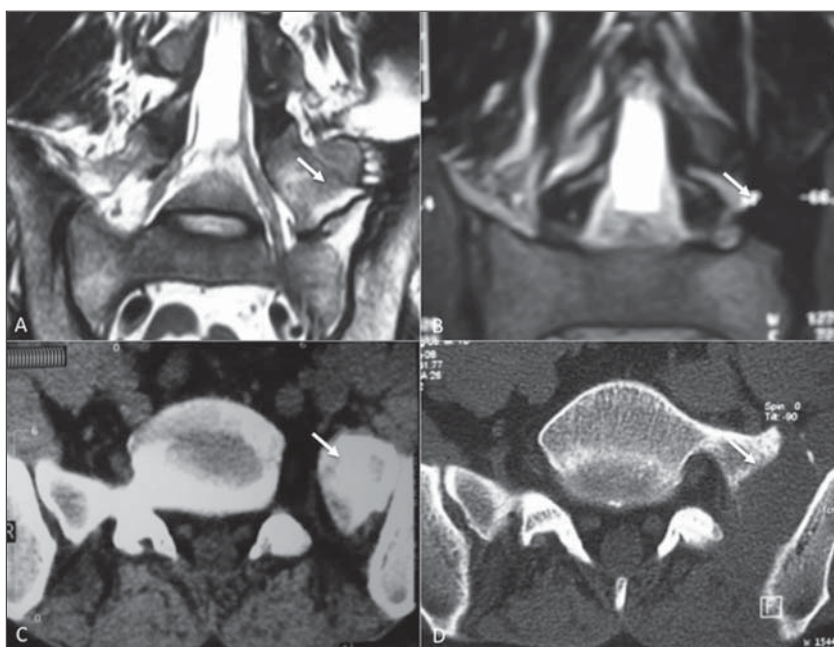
Imagen comparativa pre operatoria y post operatoria con un año de evolución. A y B: TAC cortes axiales; las flechas indican la mega-apófisis antes y después de la resección. C y D: RNM T2 cortes coronales; las flechas indican la pseudo-articulación antes y después de la resección.
